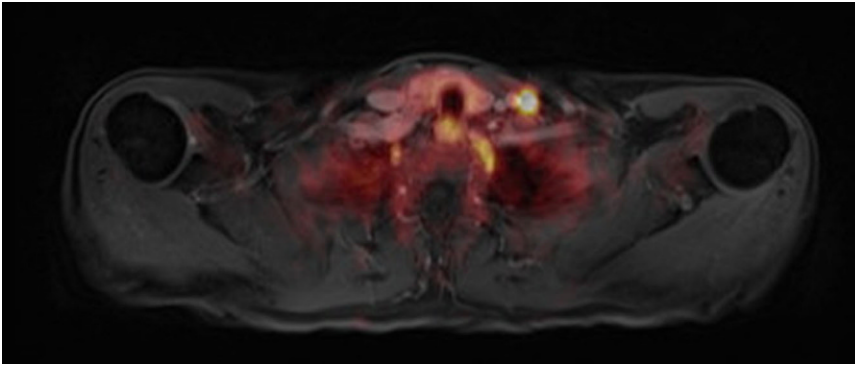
▲ ¹⁸F-Fluor-PSMA-PET/MRT eines 75-jährigen Patienten mit PSMA-spezifischer Traceranreicherung zweier Lymphknoten tief linkszervikal angrenzend an den Venenwinkel
